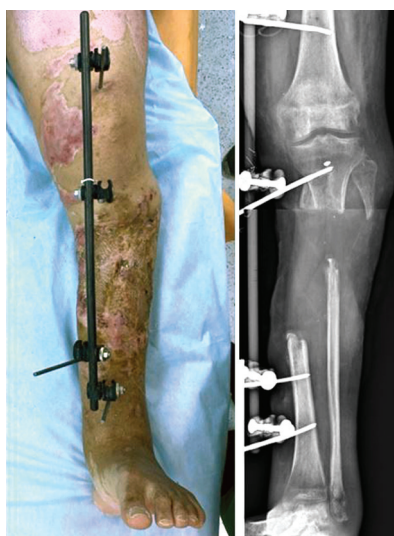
Фото и рентгенограмма левой голени перед реконструктивной операцией
